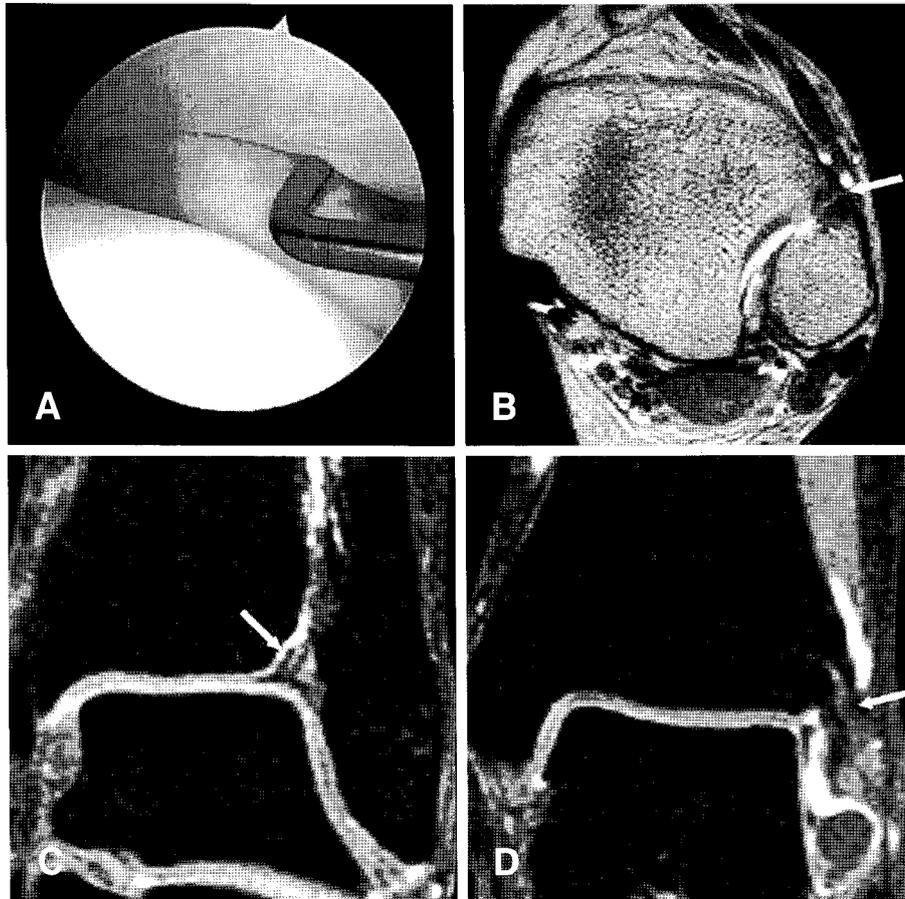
Arthroscopic finding (A) and MRI (B through D) of a 27-year-old woman patient who had a history of ankle sprains and pain for 20 months. The proton density-weighted axial MRI taken at the level of the plafond showed discontinuity of the anterior inferior tibiofibular ligament (AitFL) (arrow in B). The CE 3D FSPGR coronal MRI taken at the level of AitFL and syndesmodic area showed no enhancement at the AitFL (arrow in C) and linear even enhancement along the syndesmodic recess which can be seen in the population without syndesmodic injury (arrow in D). Arthroscopy showed no syndesmodic disruption (A). The conventional nonenhanced transverse MRI showed a false positive result, and the coronal CE 3D FSPGR MRI was truly negative.
